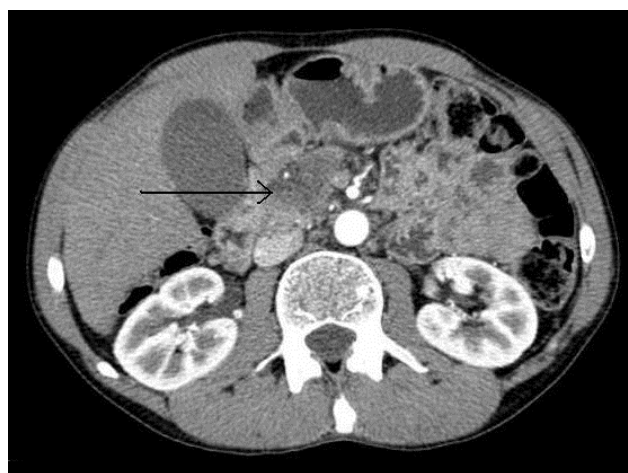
Tomografía computada de abdomen con contraste que muestra tumor hipodenso en la cabeza del páncreas (flecha).
